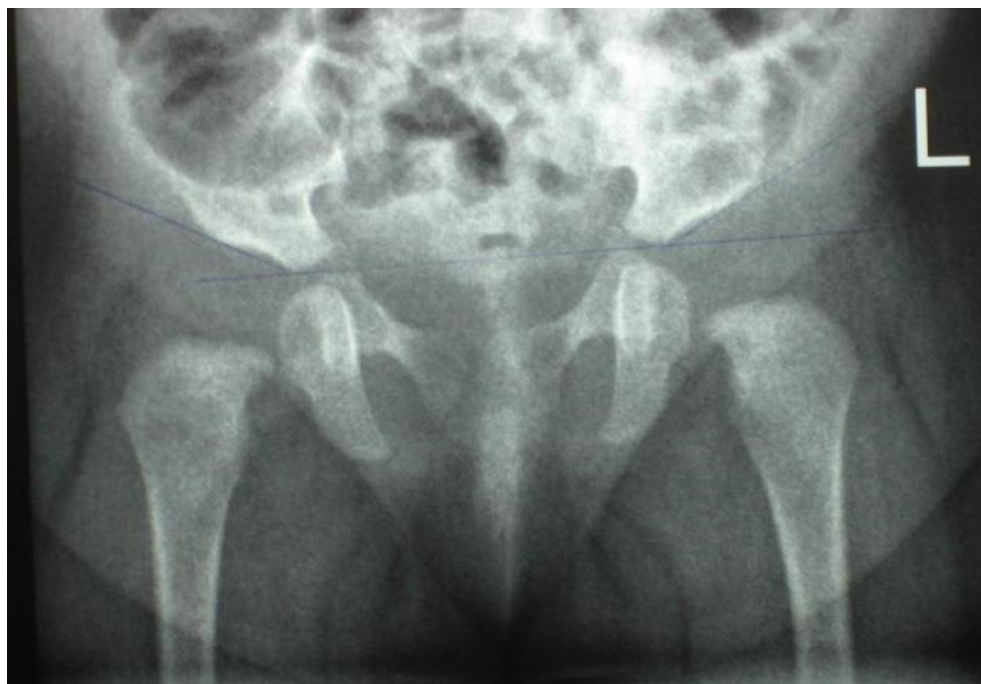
Дитина Т. Рентгенограма кульшових суглобів у віці 6 міс.
